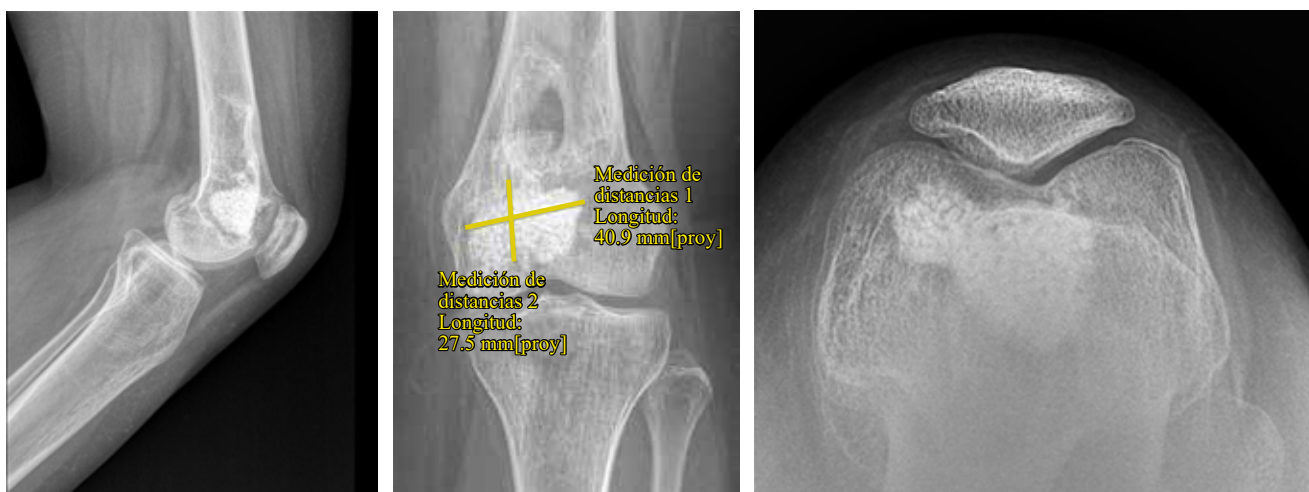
Radiografía de rodilla anteroposterior, lateral y axial, tres años postoperada de recidiva de condroblastoma, sin signos de recidiva.
